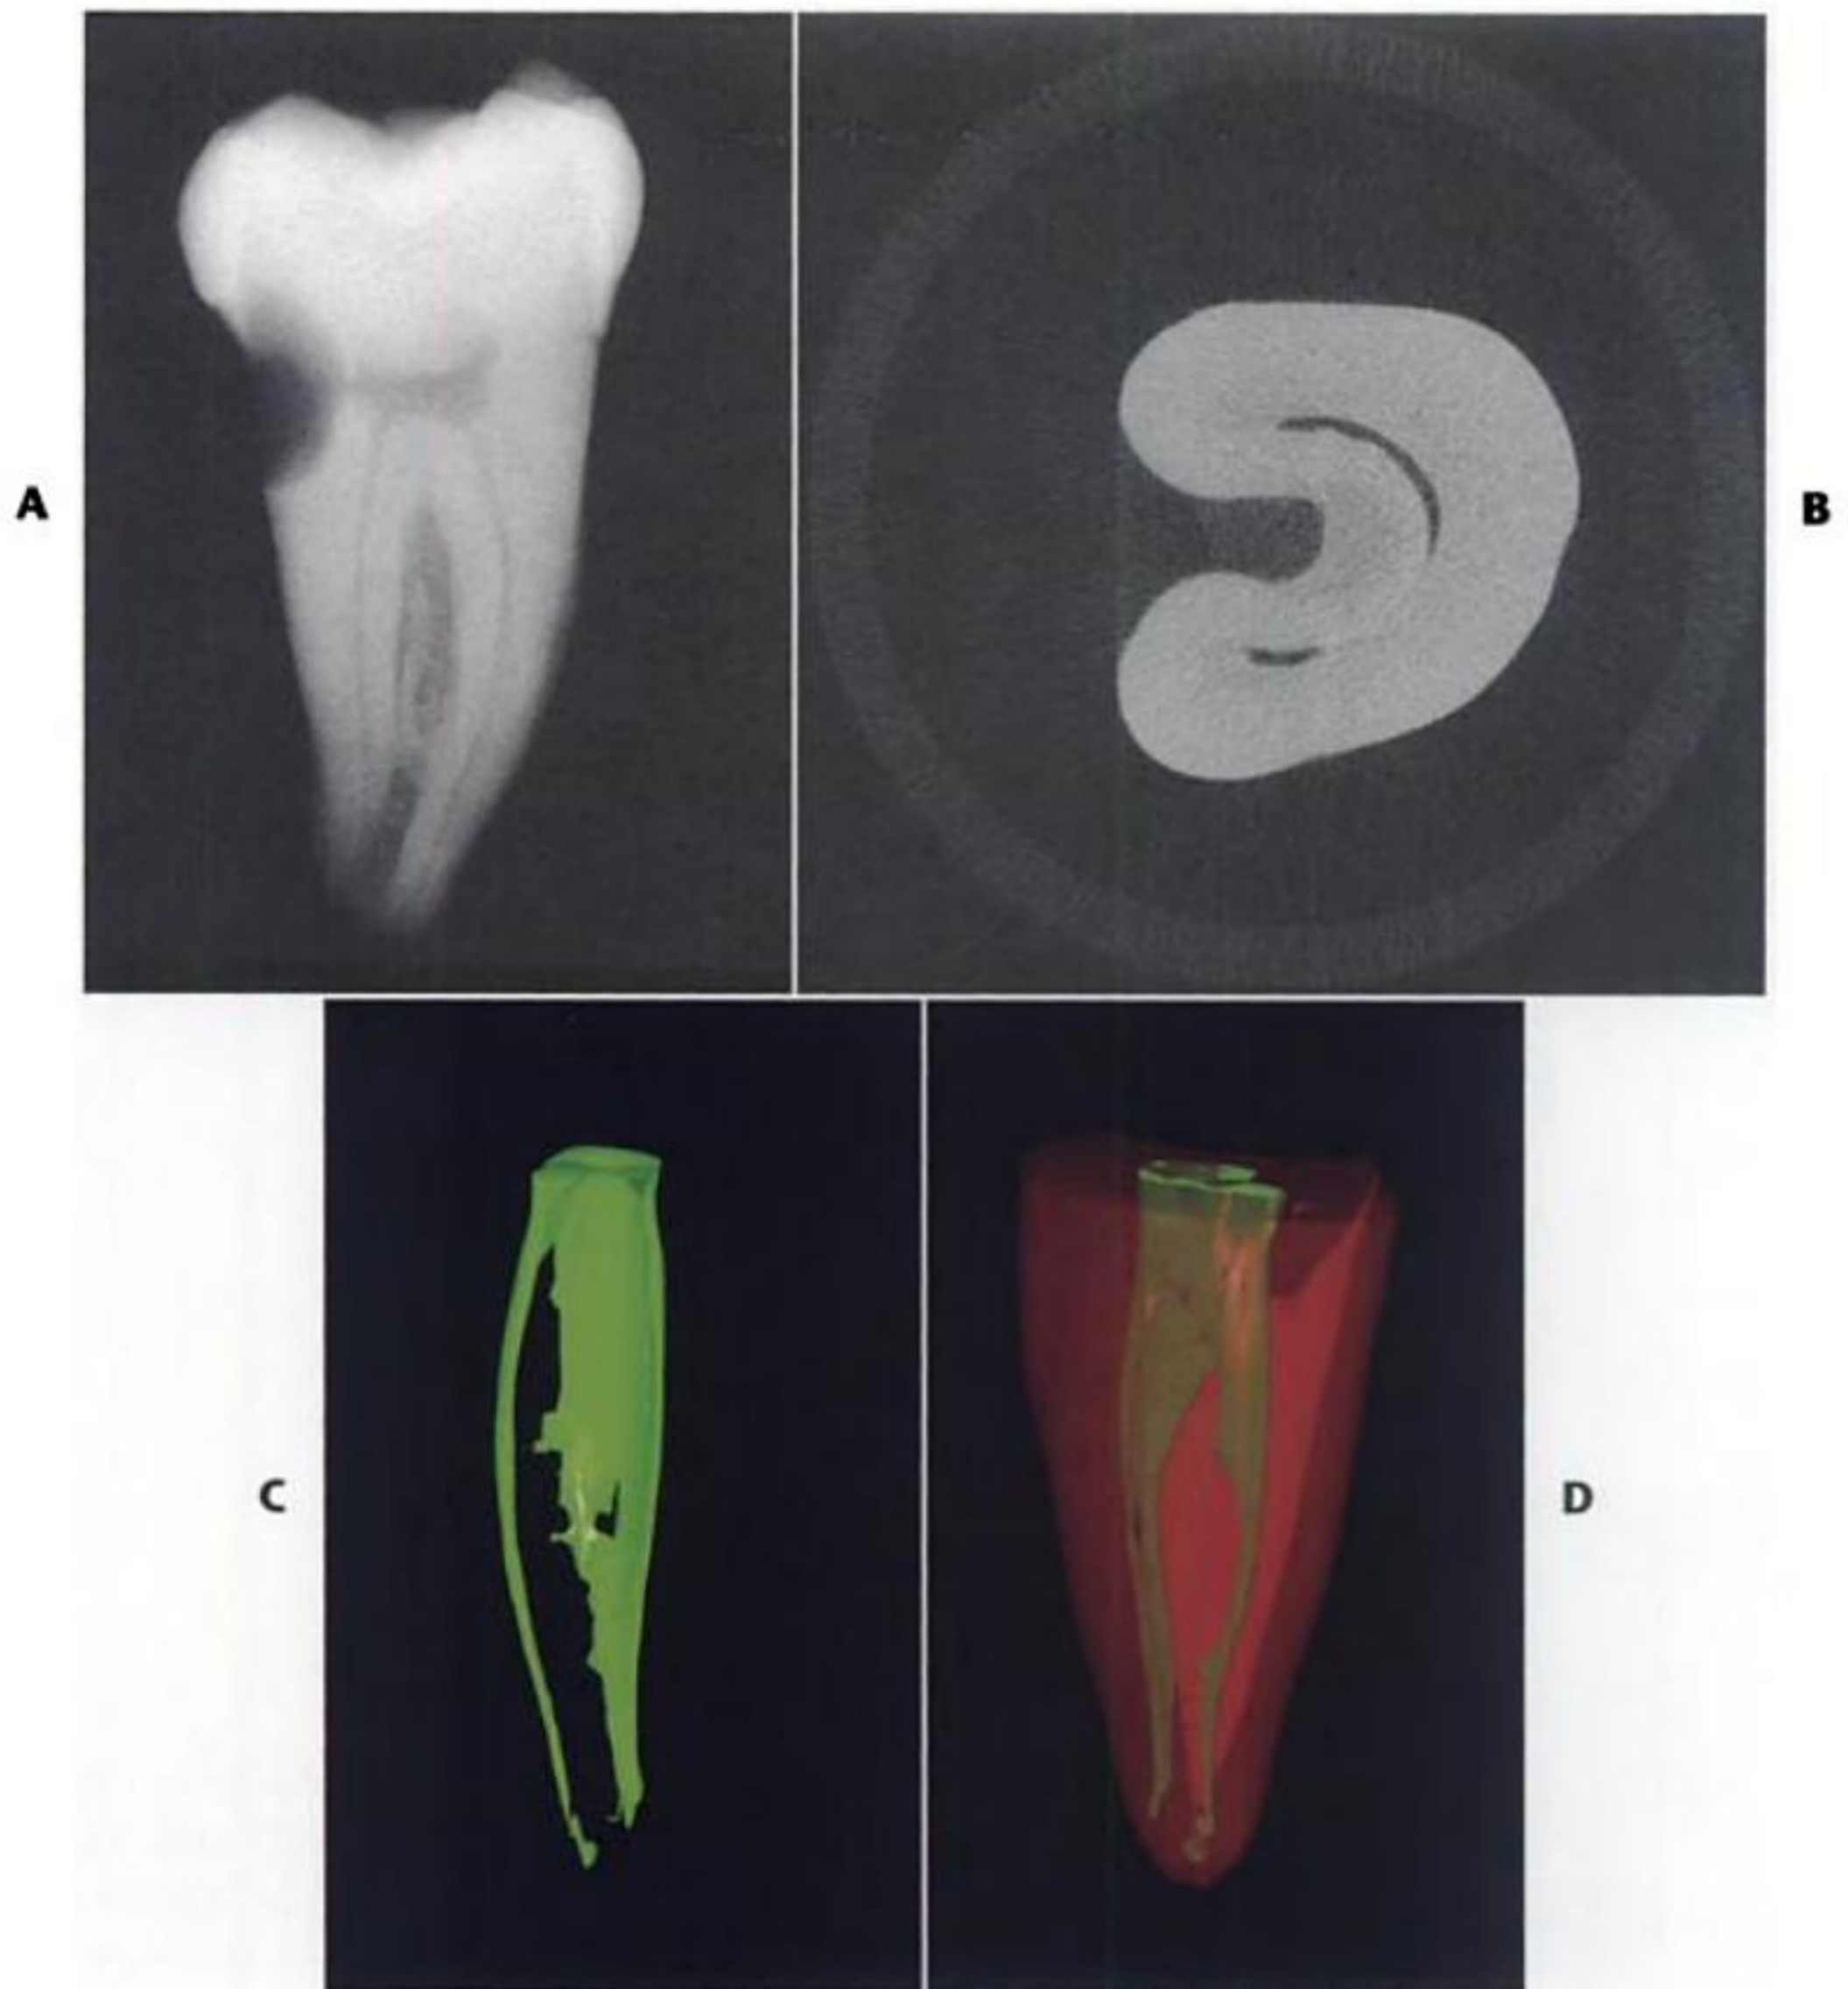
A, Radiografía de un molar mandibular con un conducto en forma de «C». B-D, Escaneado ( $\mu$ TC) del corte transversal (B) y cortes longitudinales (C y D) del molar. (Cortes y fotos por cortesía del Dr. Fan Bing.)
